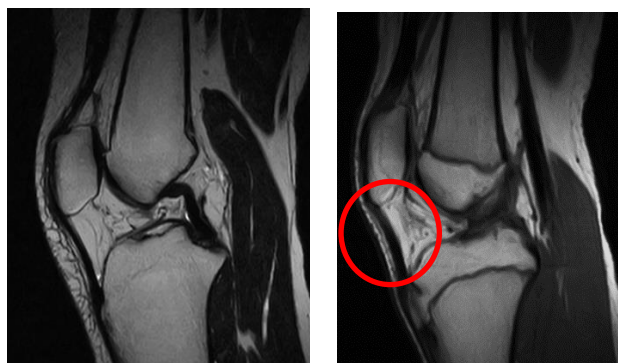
MRI まわりの組織に炎症が波及し、高信号域がみられる
